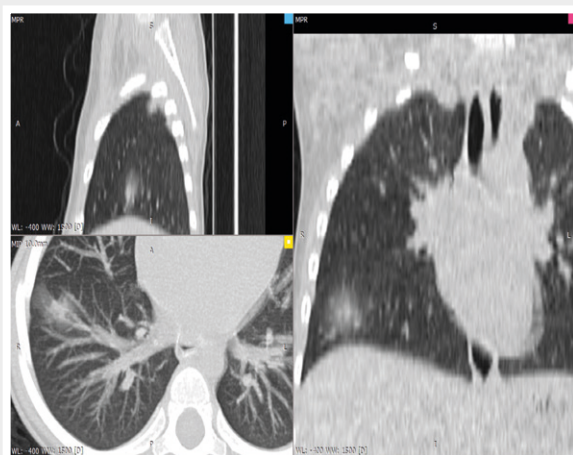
CT scan of the chest in the paediatric department of the PNE "ZRCD CPP" ZRC.
